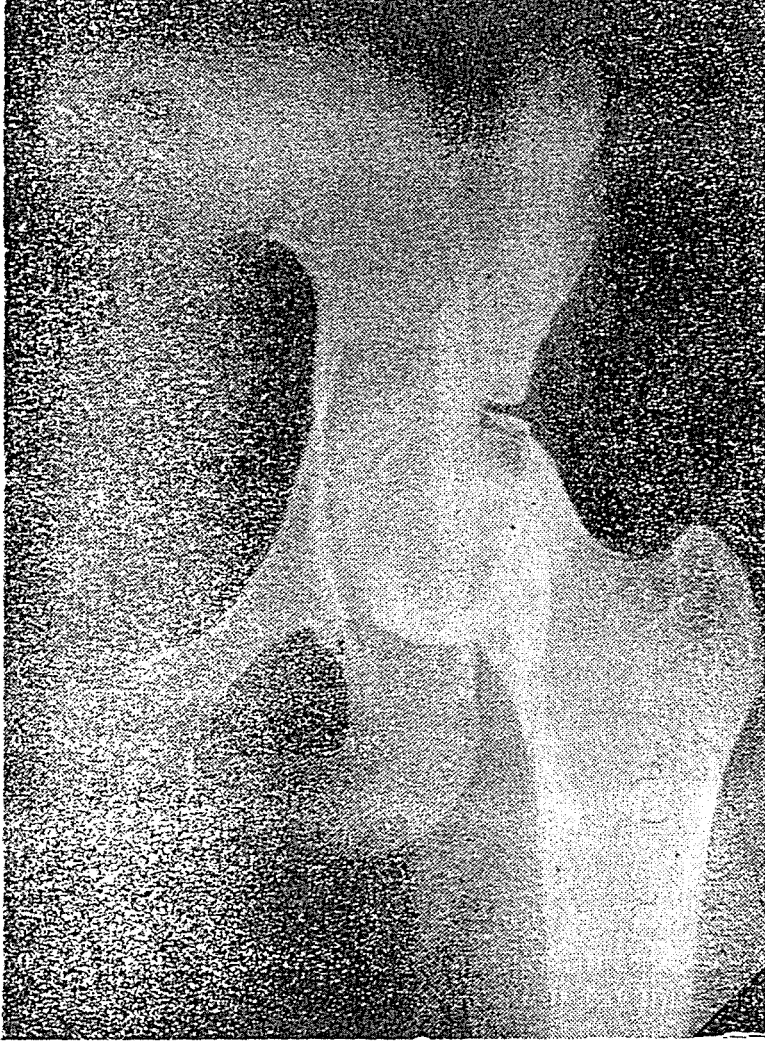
N.Ç.'in be şyaşında preoperativ sağ sublukse kalça radyografisi
